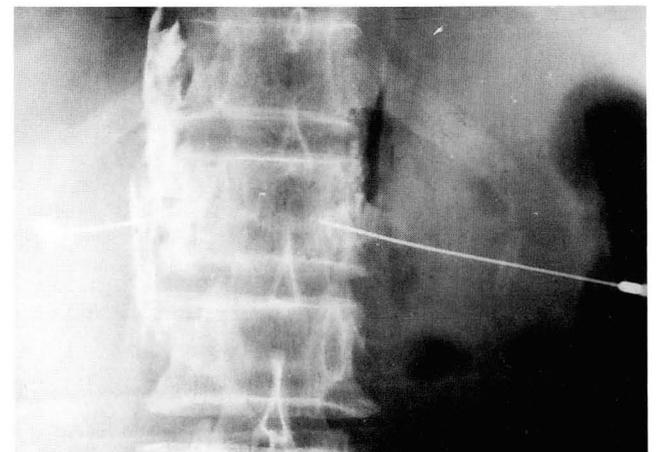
Roentgenogram shows smooth spread of injected contrast medium through the paraaortic space.
